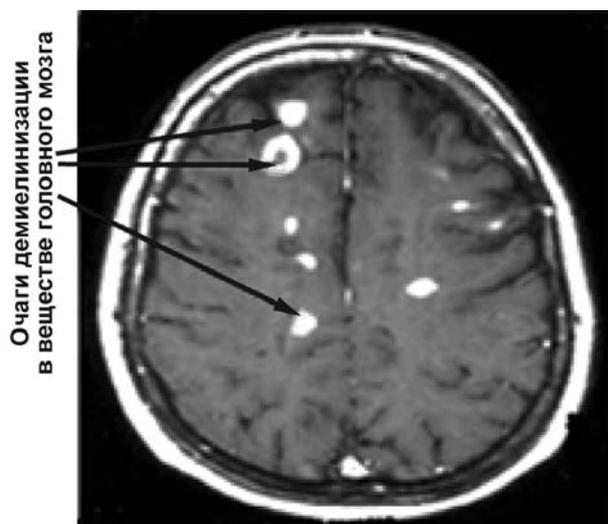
МРТ головного мозга (T2 ВИ) пациентки Ш., 32 г., страдающей церебро-спинальной формой рассеянного склероза. Множественные очаги демиелинизации в веществе головного мозга округлой формы размером от 3 до 6 мм в диаметре.
